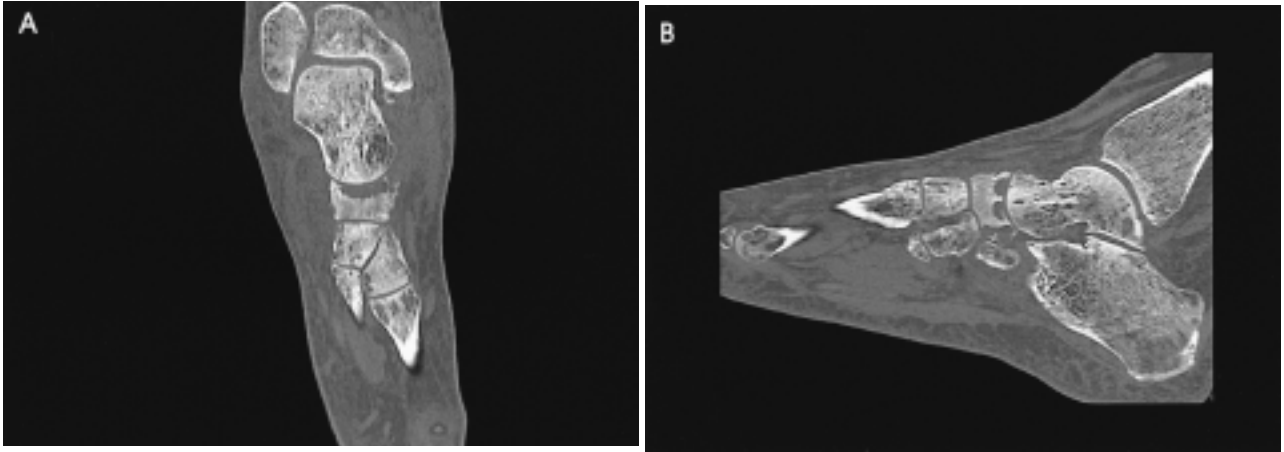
CT scans revealing diffuse foot and ankle lytic lesions with the largest erosive lesion in the proximal navicular on coronal (A) and sagittal images (B).
